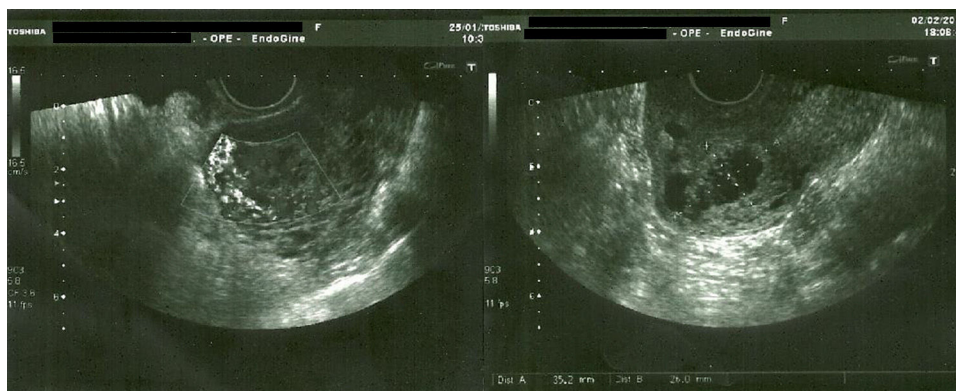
Ecografía transvaginal que muestra la imagen miometrial ístmica aberrante.
